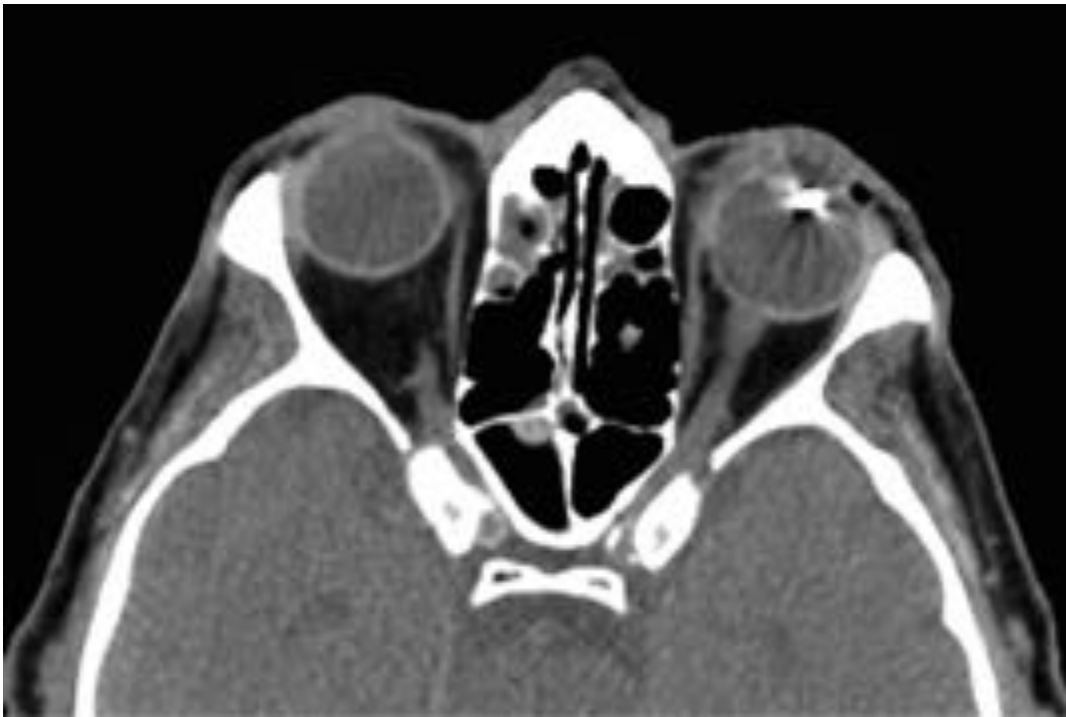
CUERPO EXTRAÑO INTRAOCULAR. Estudios de TC en planos axial, sin contraste. Se objetiva la presencia de un cuerpo extraño de morfología ovalada, bien delimitado, de aproximadamente 5-6mm de eje mayor, localizado en el interior del cristalino del globo ocular izquierdo. No se visualizan otras lesiones acompañantes en el globo ocular posterior ni en la retina.
